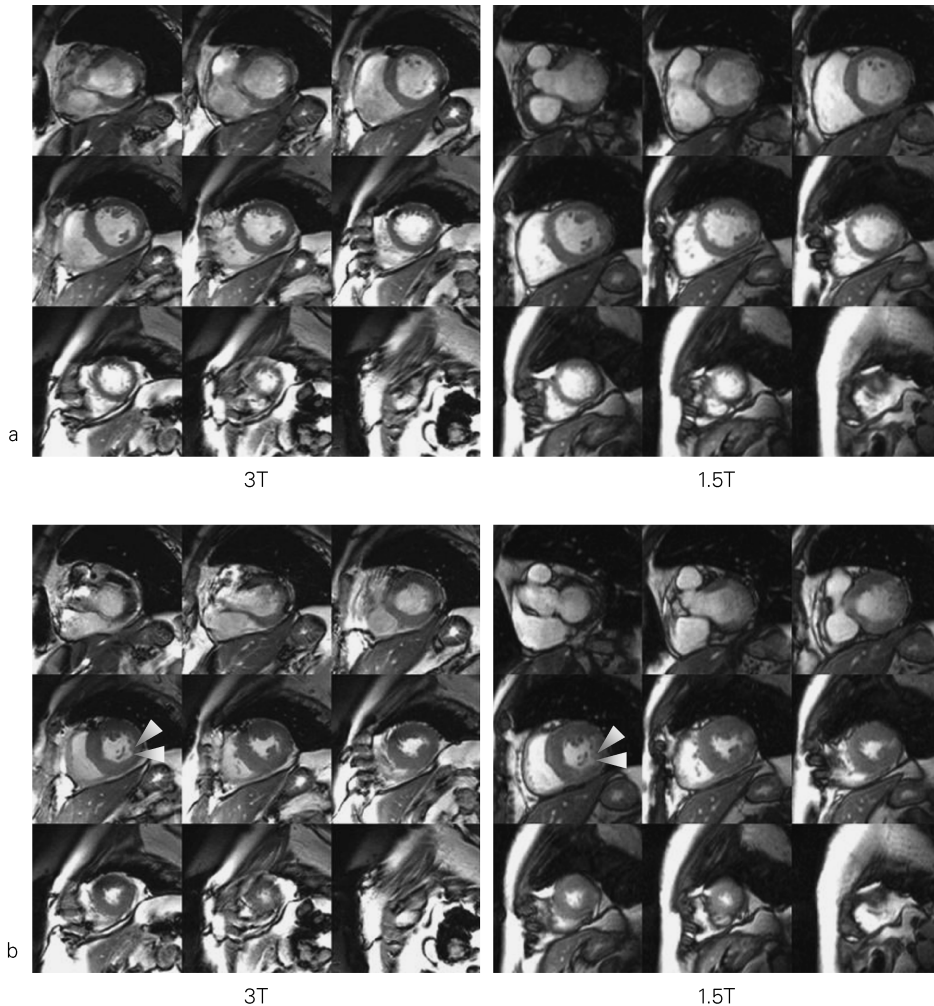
Case of old myocardial infarction (case # 1). End-diastolic (a) and end-systolic (b) images of whole heart short axial movies obtained with FIESTA CINE imaging by 3T MRI and 1.5T MRI. The movies show posterolateral hypokinesis (arrowheads). Note the high SNR and quality in 3T MRI.
